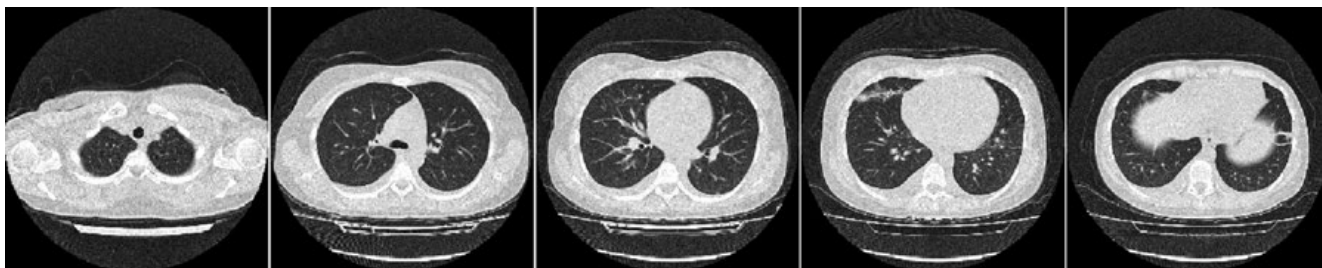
КТ ОГК от 25.08.17. Выраженная положительная динамика: полное купирование патологического процесса в легких, минимальный двусторонний гидроторакс.
